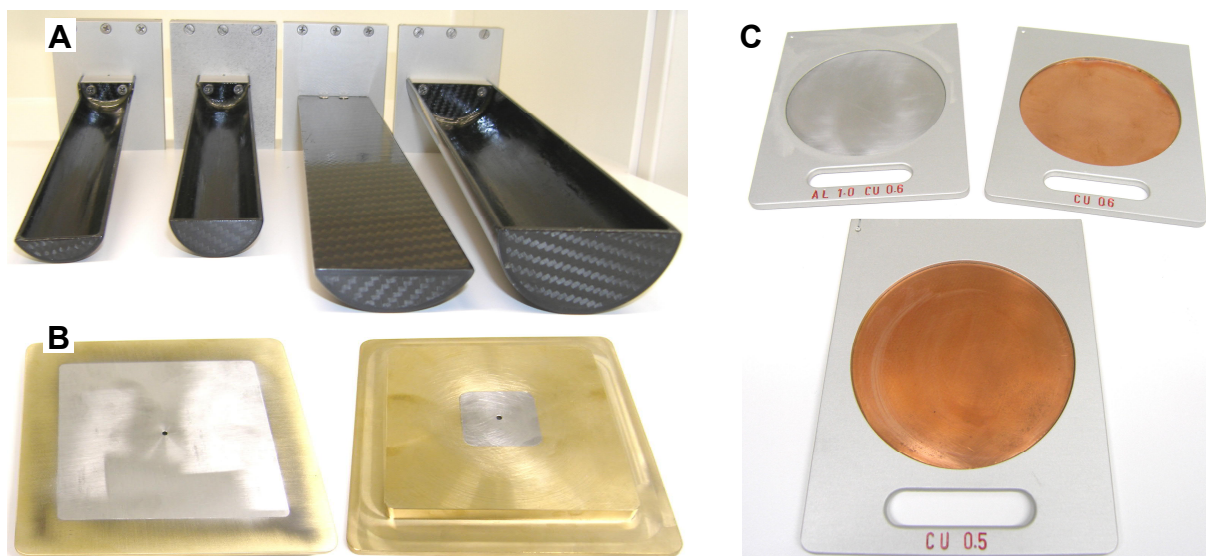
Beispiele für Zubehör des SAIGRT: (A) Tierlagerungstische. (B) Sekundärkollimator mit \varnothing 3 mm: Ansicht von oben (links) und unten (rechts). (C) Zusatzfilter für Röntgenstrahlung.
